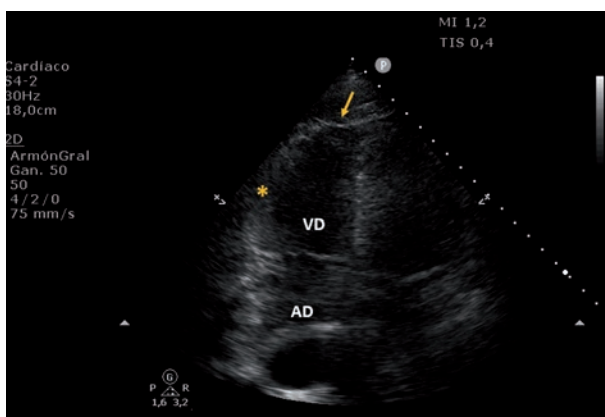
Signo de McConnell en paciente con TEP masivo, ventana apical 4 cámaras (telesístole). Se observa acinesia de la pared libre del ventrículo derecho con normocontractilidad de los segmentos apicales. Flecha: ápex del ventrículo derecho. Asterisco: pared libre del ventrículo derecho. AD: aurícula derecha. VD: ventrículo derecho.
